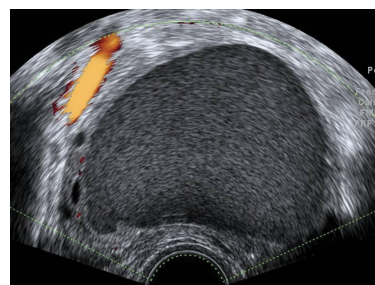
Ecografía transvaginal con power Doppler de un quiste endometriósico que muestra ecos difusos de mediana intensidad en su interior. Es el patrón más frecuente de este tipo de quistes.
